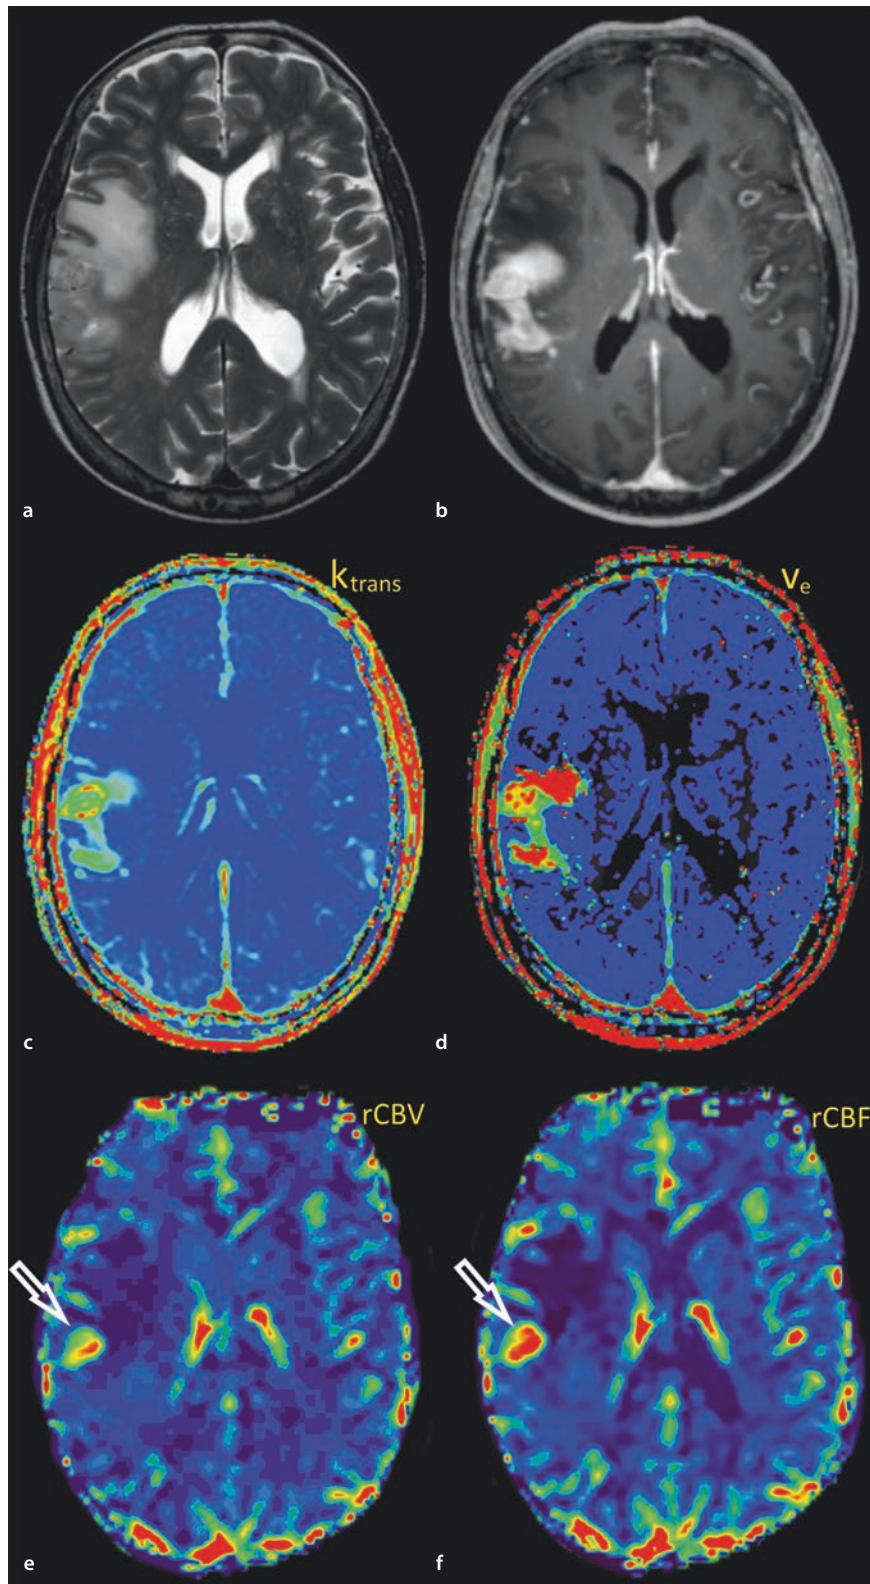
a–f Patientin mit Erstdiagnose eines Glioblastoms rechts temporoparietal, mit soliden Tumorknoten in der T2-Wichtung (a) und homogener Anreicherung nach Kontrastmittelgabe (b). Zur Tumorcharakterisierung wurden eine T1-gewichtete DCE-MRT (c, d) und eine T2*-gewichtete DSC-Perfusion (e, f) durchgeführt. Die DCE-MRT dient zur Messung der Transferkonstante (K_{trans} , c) und des interstitiellen KM-Volumenanteils (V_e , d), während die DSC-Perfusion das regionale zerebrale Blutvolumen (rCBV, e) und den regionalen zerebralen Blutfluss (rCBF, f) misst. Das Areal mit der erhöhten Permeabilität (c, K_{trans}) deckt sich ungefähr mit dem KM-anreichernden Areal, während das durch das hohe rCBV markierte Areal deutlich kleiner ist und dem Areal mit erhöhter Gefäßdichte entspricht. *Cave:* Durch eine hohe Gefäßpermeabilität kann das rCBV mit der DSC-Methode falsch zu niedrig gemessen werden. Die deutliche fokale CBV-Erhöhung hilft bei der Differenzialdiagnose zum ZNS-Lymphom
